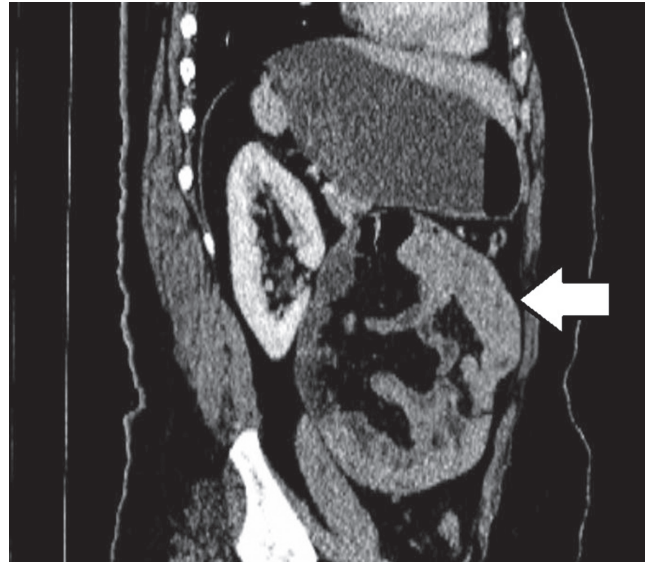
Intestinal loops clumped to left upper quadrant in sagittal section on computed tomography
